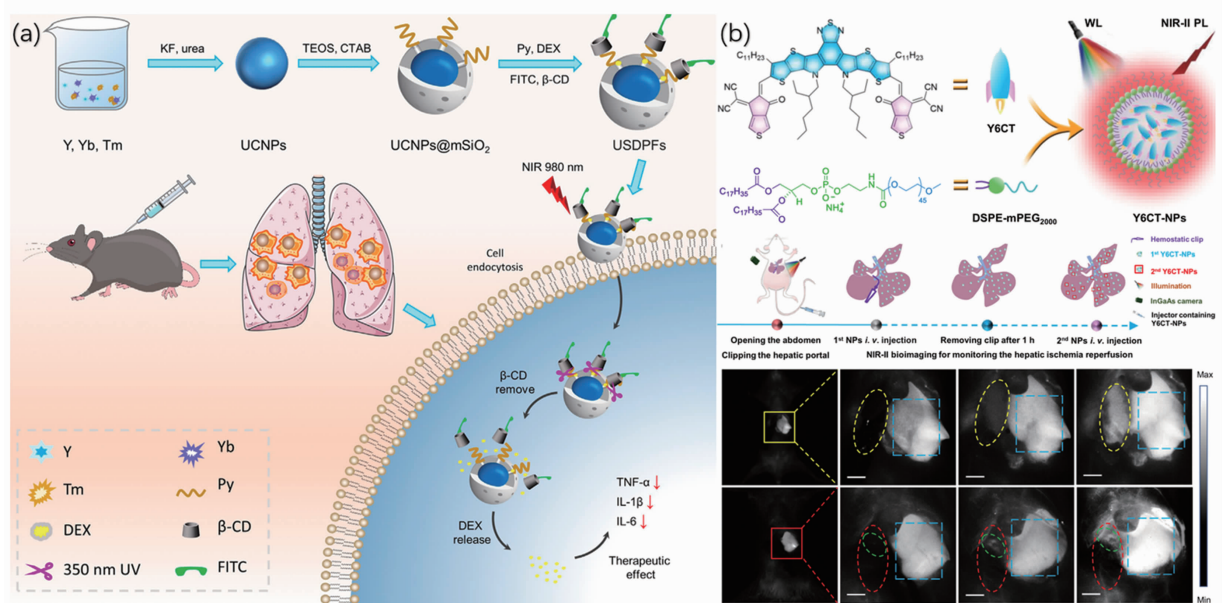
(a) USDPFs 纳米颗粒用于肺 IRI 上转换发光成像^[56]; (b) Y6CT 纳米颗粒用于肝脏 IRI 发光成像^[57]
